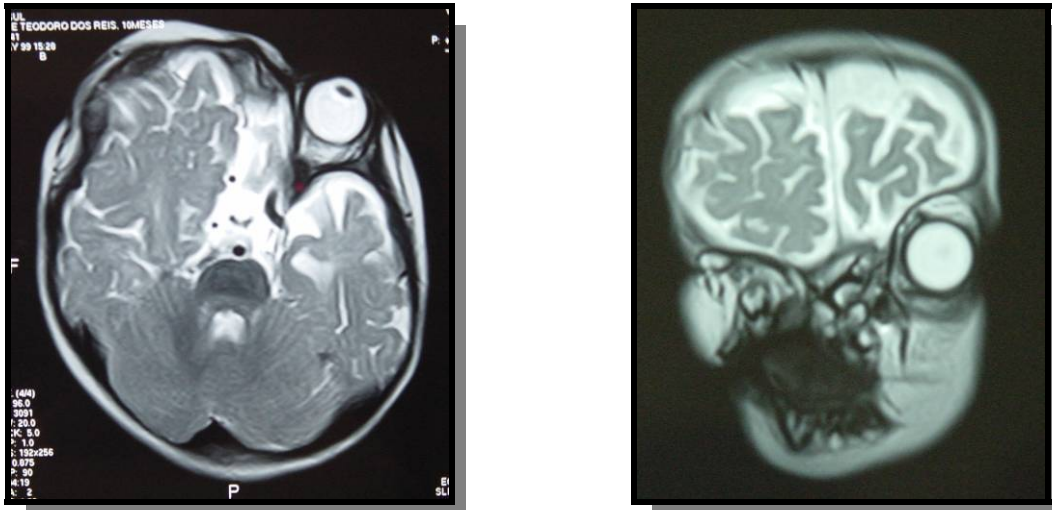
TC de órbita, revelando ausência de globo ocular à direita
